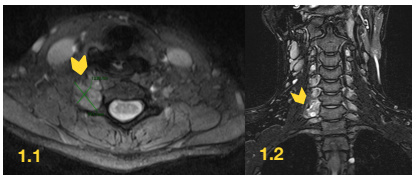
RM cervical ponderada em T2 axial (1.1) e coronal (1.2): neurofibroma, adjacente à nível cervical C6-C7, à direita.
